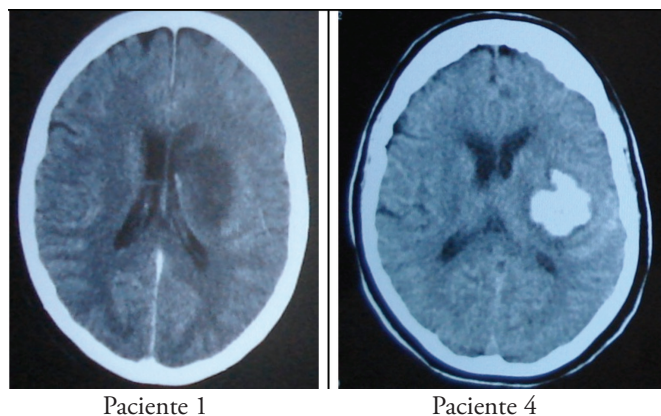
Exames de tomografia computadorizada*
